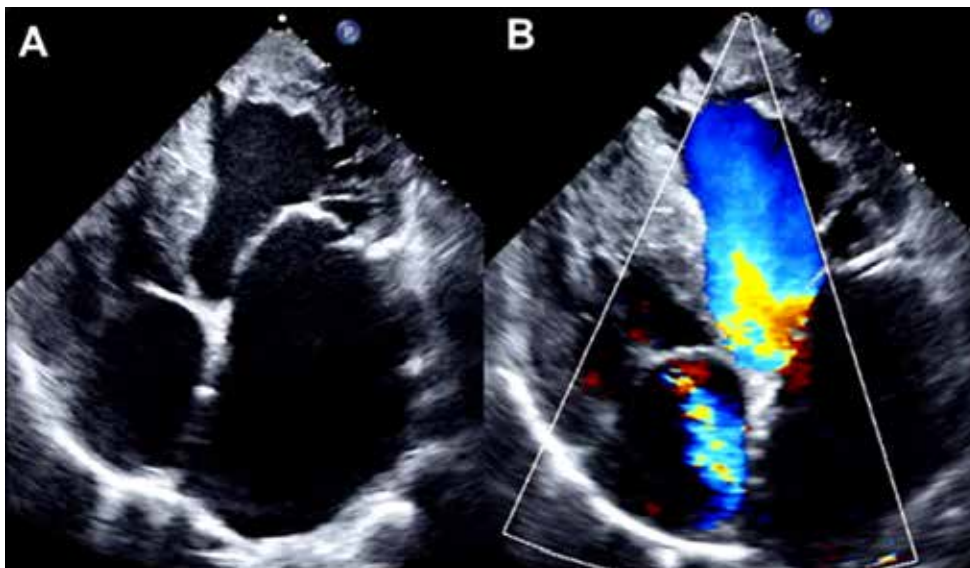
A. Vista apical 4 cámaras, se evidencia hipertrofia y dilatación de ambos ventrículos y dilatación severa de la aurícula izquierda. B Doppler color que muestra insuficiencia tricuspídeo e insuficiencia de válvula troncal.
